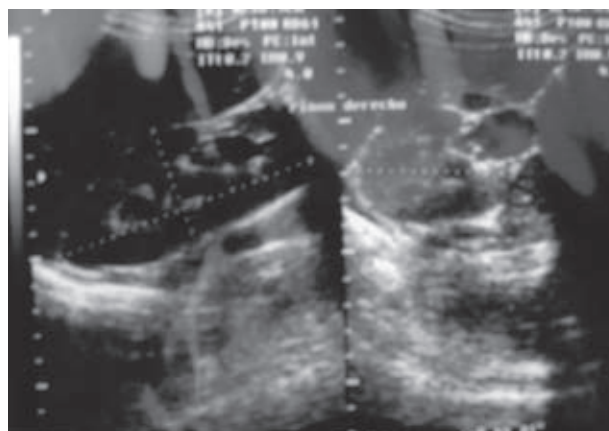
Ultrasonido previo con datos de dilatación importante de las cavidades renales.
